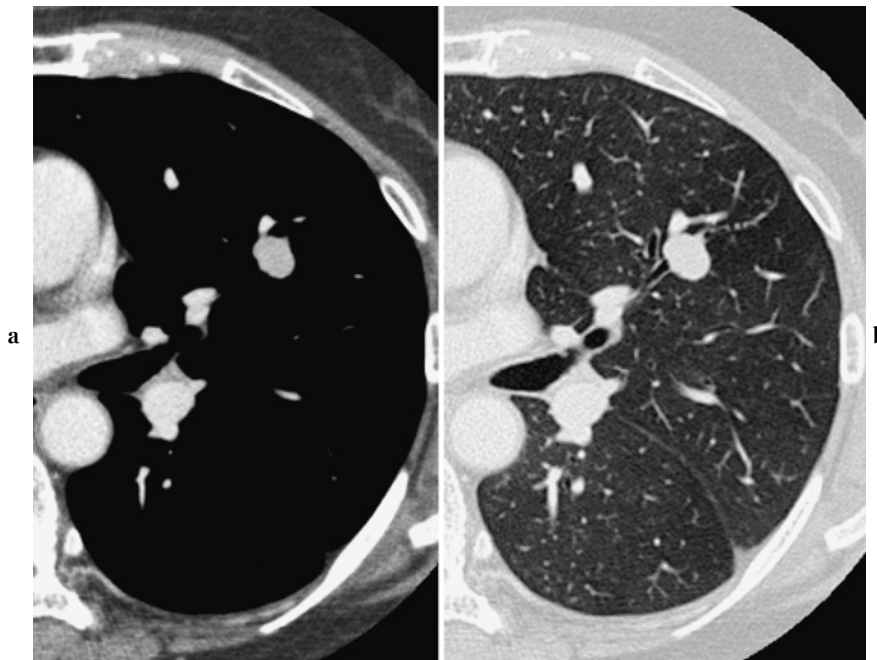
Atypical carcinoid. (a) A CT scan shows a well-defined, strongly enhanced nodule in the left upper lobe. (b) The bronchus B_{3a} is obstructed by the tumor.
